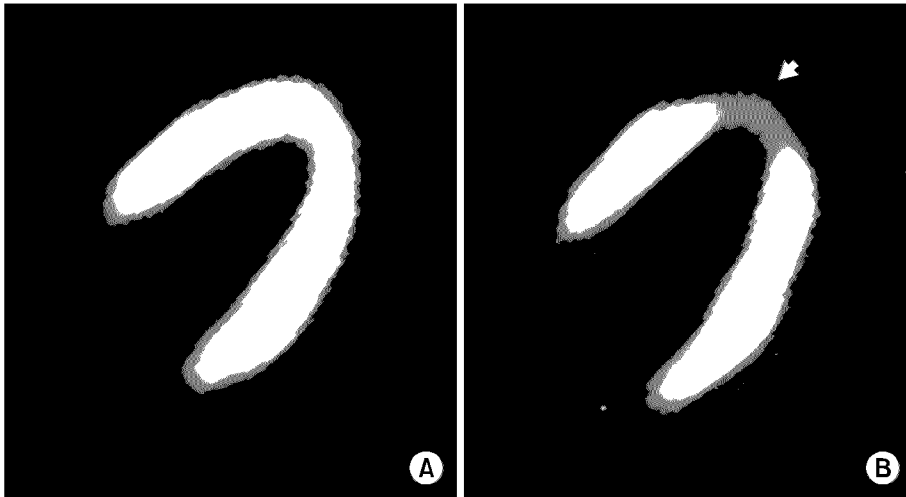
Myocardial perfusion SPECT images. A normal myocardial perfusion scan image (A), and an abnormal perfusion scan image showing decreased uptake area at the cardiac apex indicated with arrow (B).
